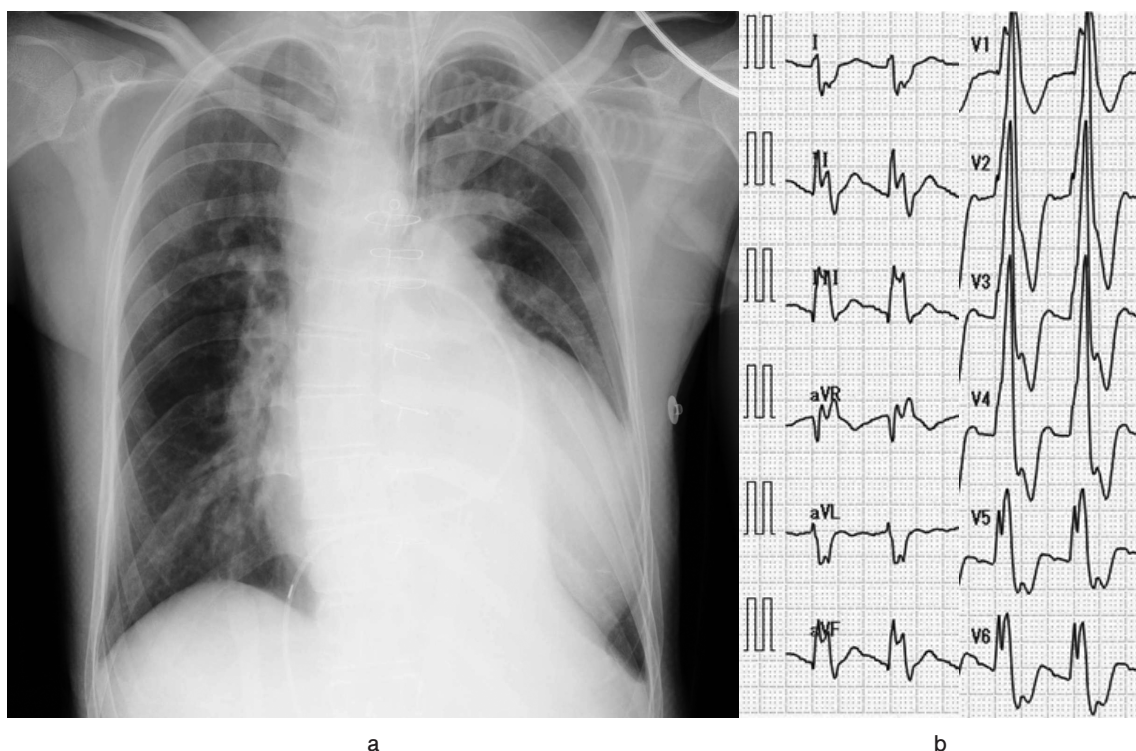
入院時胸部X線写真（臥位）(a) と入院時12誘導心電図 (b).
